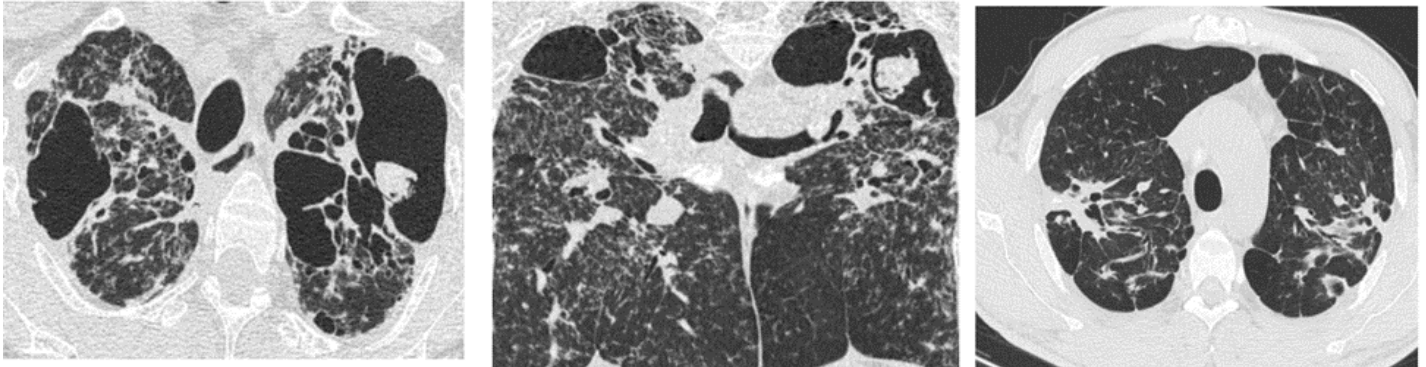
КТ-изображение, демонстрирующее ХФАЛ с фиброзирующим процессом в легких.
